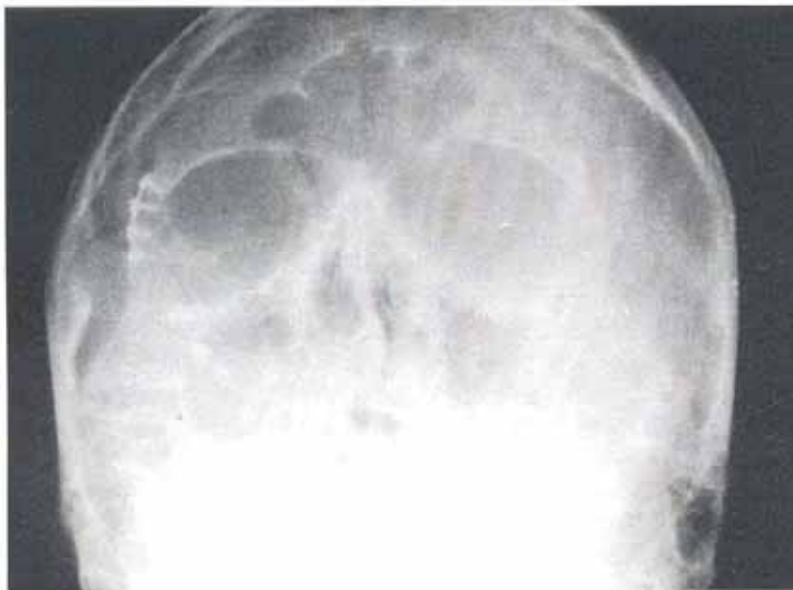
Radiografia pósterio-anterior de Waters.
